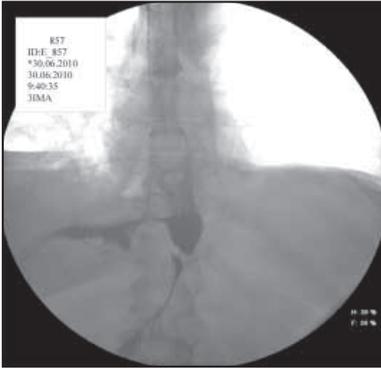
Рентгенограмма грудной клетки. Стент в зоне несостоятельности.
